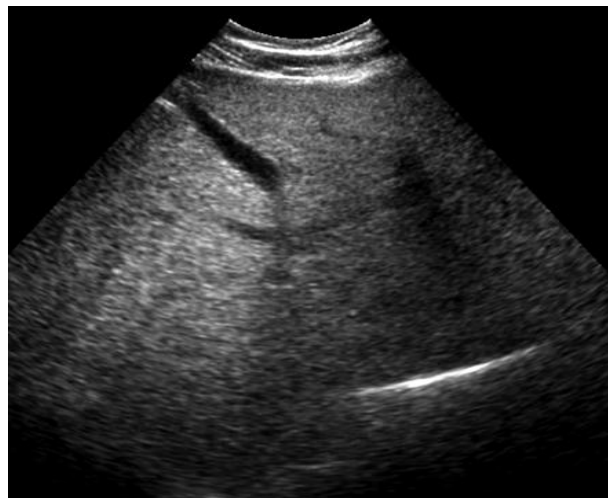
Ecografie abdominală: ficat cu dimensiuni crescute, steatozic
